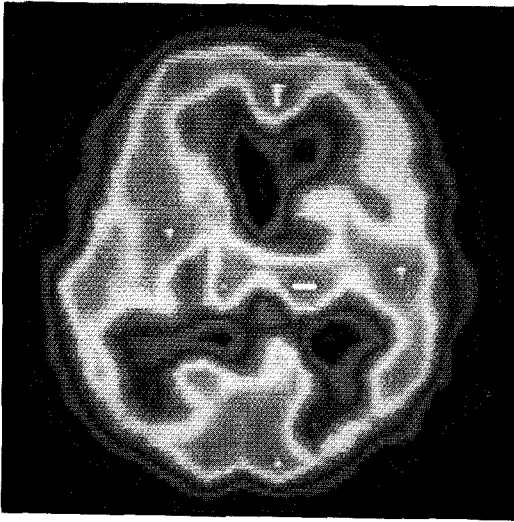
SPECT transverse image in a patient with angiographically proven vasospasm (see table 6, M/34). There are multiple areas of decreased perfusion in watershed zones.
